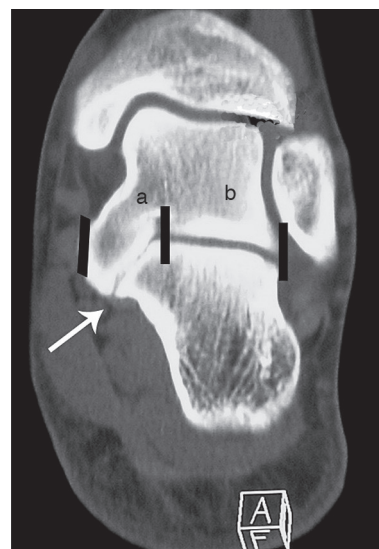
CT-scan de l'arrière pied.
